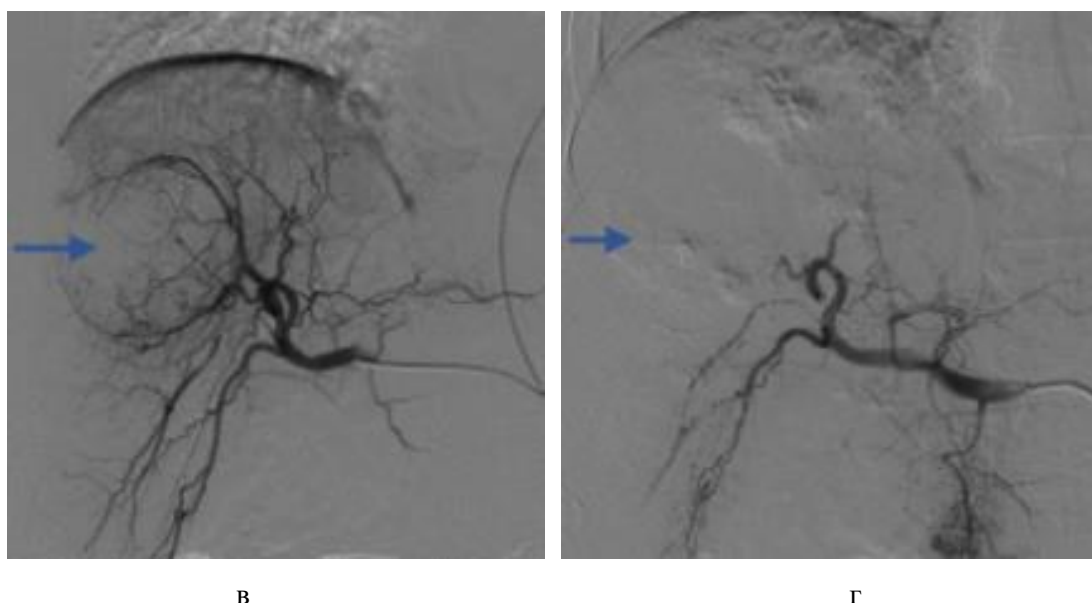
Пациент А., 65 л., гепатоцеллюлярный рак. МСКТ печени, аксиальные срезы: а – артериальная фаза, определяются два гиперваскулярных образования (синие стрелки); б - выделительная фаза, отмечается вымывание контрастного вещества (красные стрелки). С учетом количества и размеров выявленных образований, а также исходя из данных лабораторных обследований, у пациента картина ГЦР ВСЛС тип В, показано проведение лечения в объеме ТАХЭ. (в-г) Селективная химиоэмболизация правой печеночной артерии: в — ангиограмма печени до эмболизации (синяя стрелка); г — ангиограмма после эмболизации (синяя стрелка)
